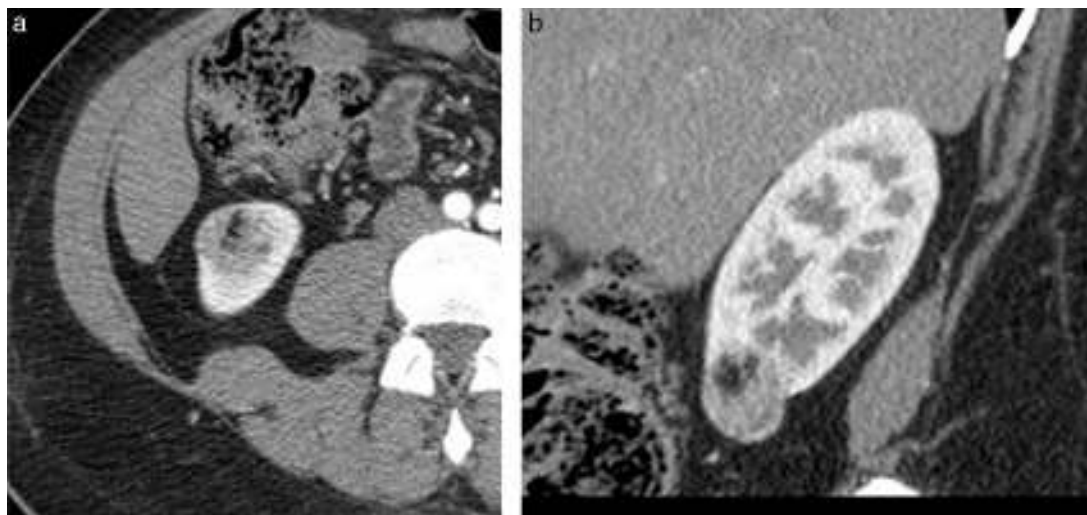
Corte axial de TC (a) y reconstrucción coronal (b) del mismo paciente, que demuestran la presencia de una masa renal con densidad heterogénea, con un área central hipodensa con promedio de -28 UH, la cual corresponde a un AML con bajo contenido graso.
